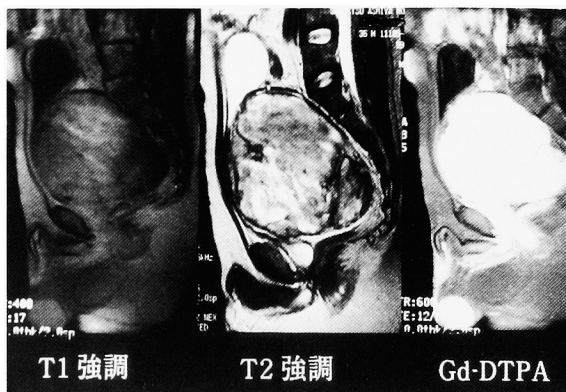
MRI showed that the tumor was round and encapsulated, low intensity on T1-weighted imaging, heterogeneously high intensity on T2-weighted imaging, and irregularly enhanced with Gd-DTPA.
